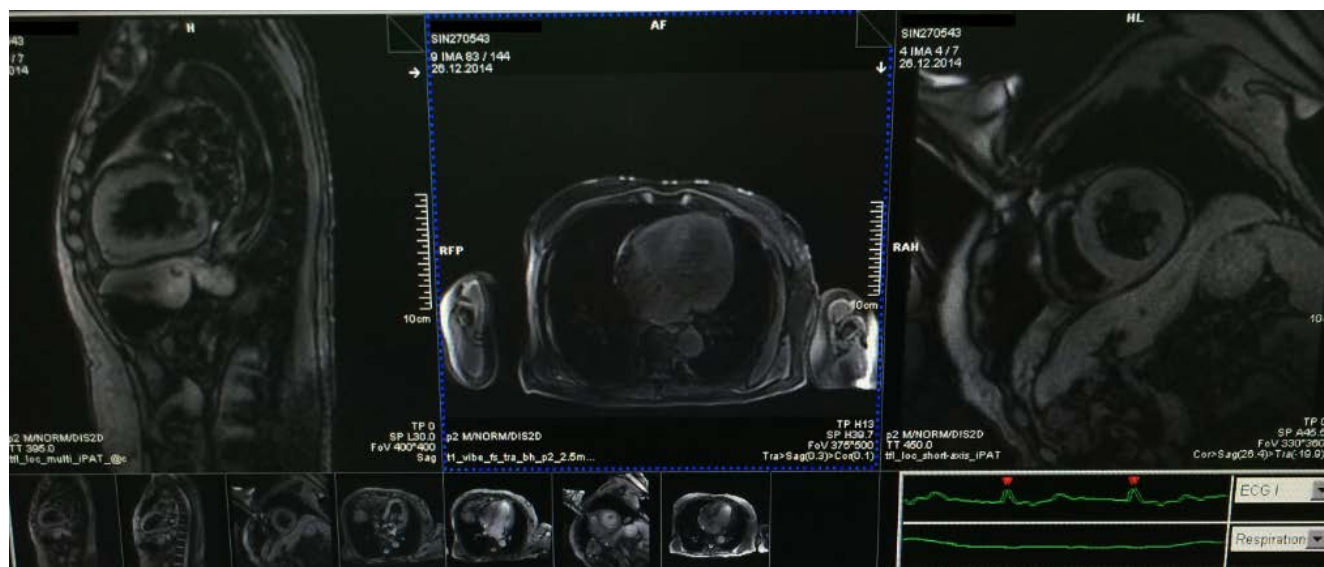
Бесконтрастное сканирование торса модифицированным МРТ режимом VIBE
